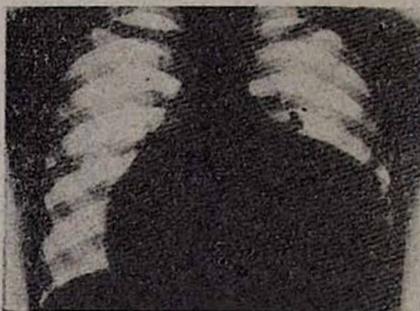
Б-ой Ж-к, 13 лет. Диагноз: болезнь Эбштейна. Рентгенограмма грудной клетки в передне-задней проекции. Шаровидная форма сердца. Кардиомегалия (сердечно-грудной индекс 0,76)
